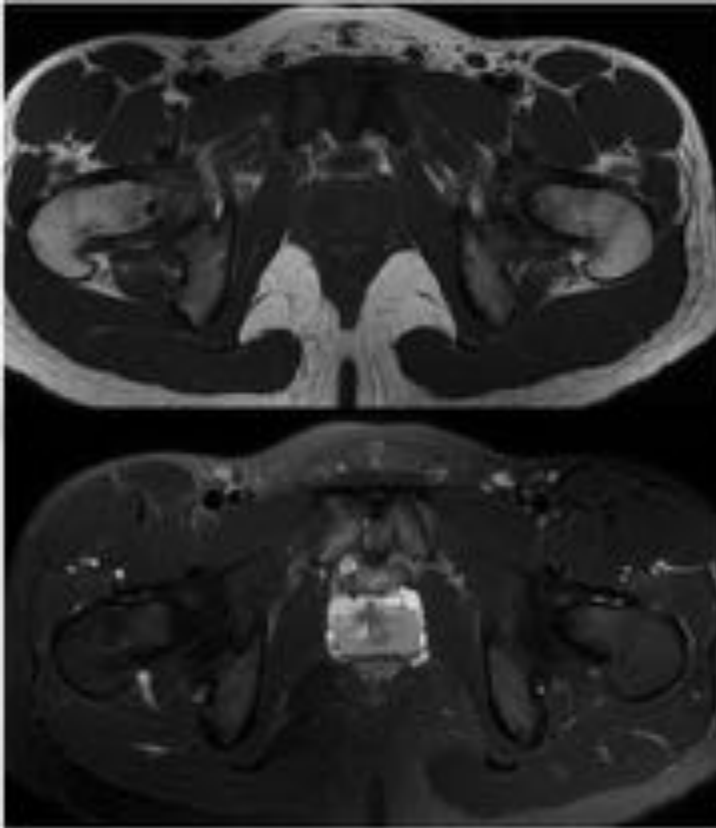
RM axial T1 y T2 IR muestra cambios por edema óseo a nivel de la sínfisis del pubis, bilateral simétrico, con aumento del espacio articular e irregularidad cortical, en relación con osteítis pubis.
